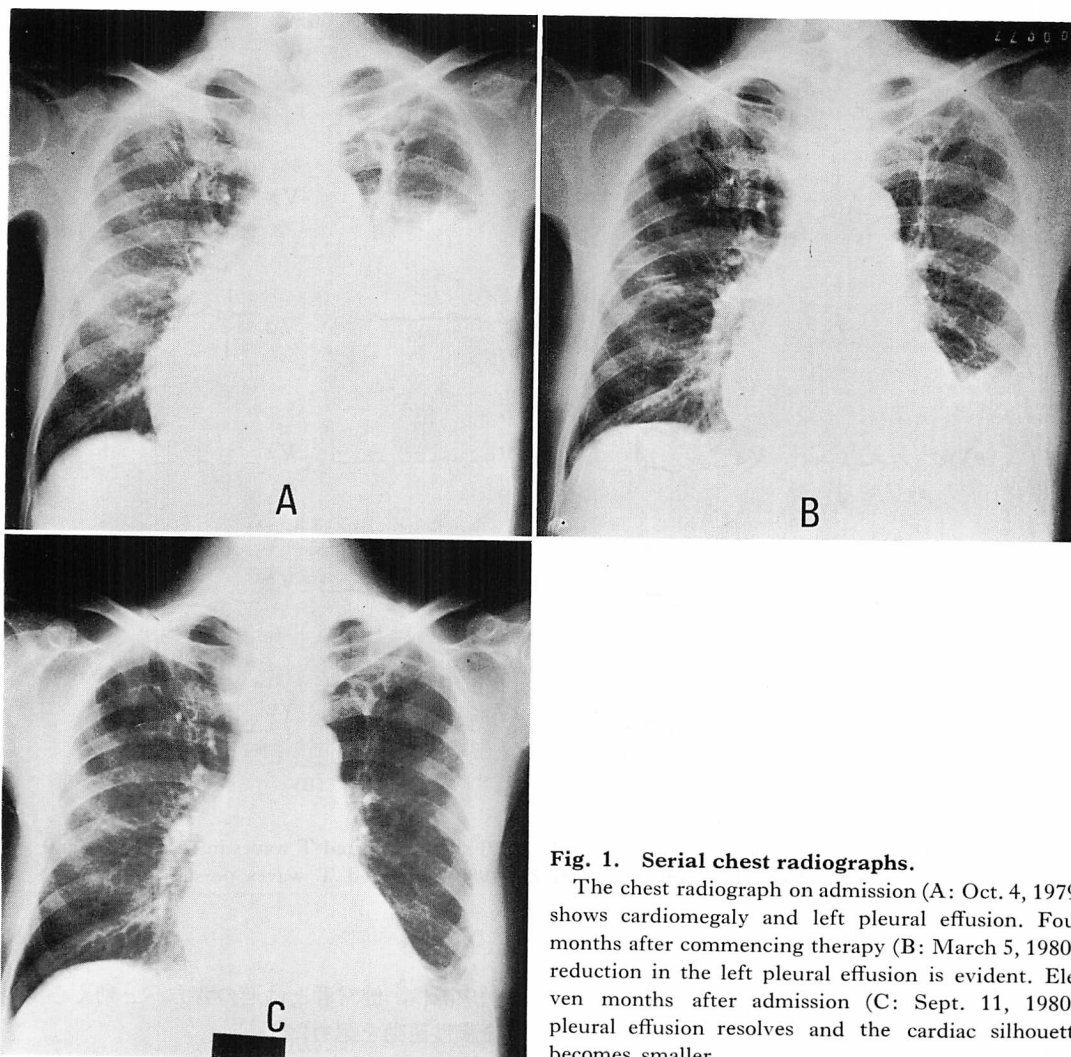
Serial chest radiographs.
